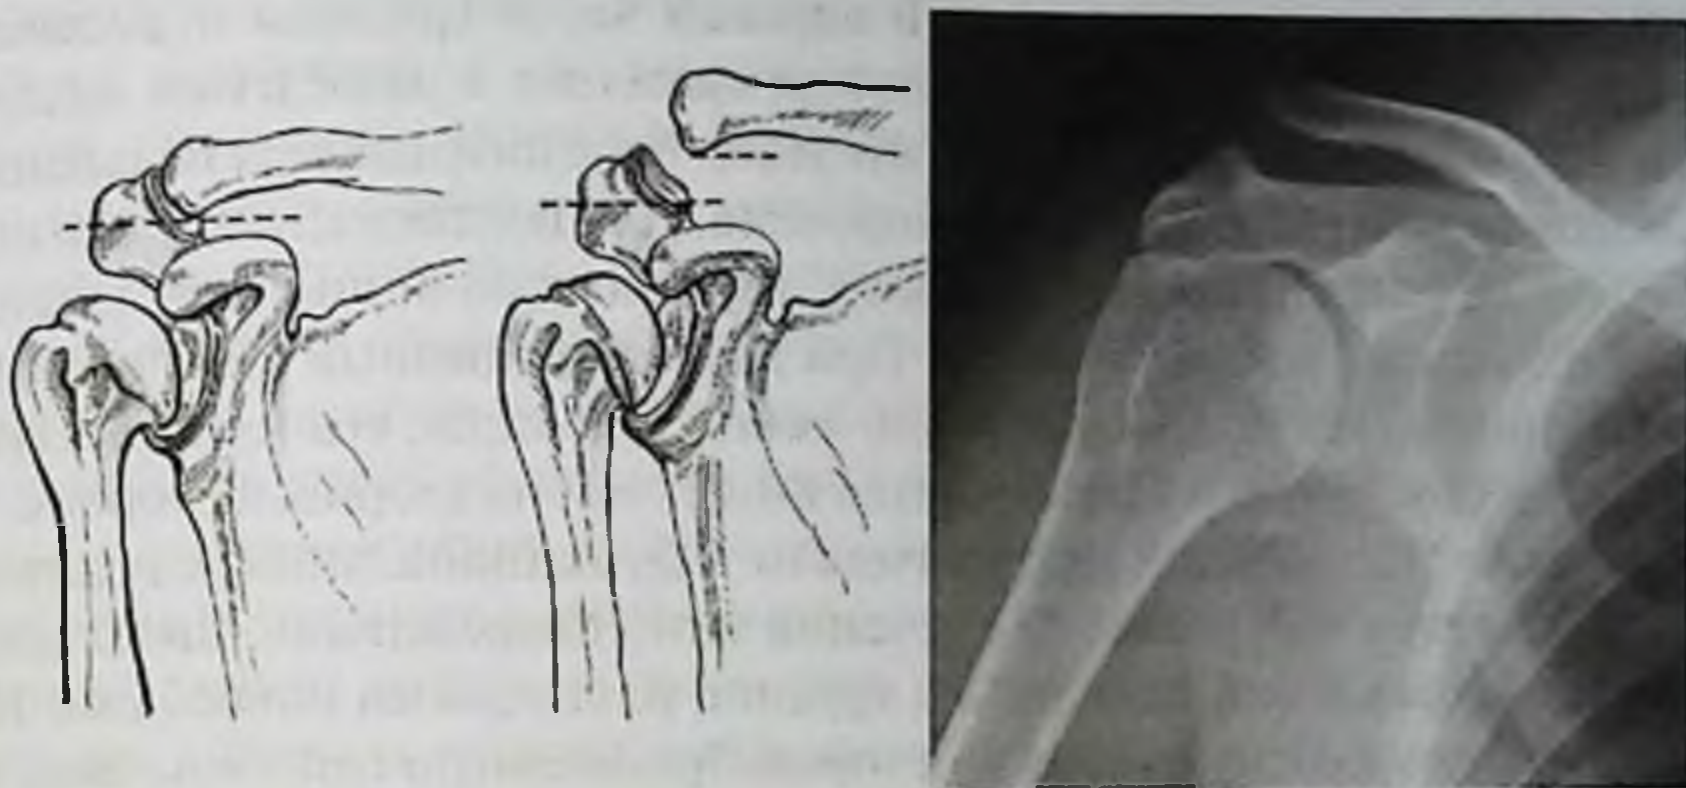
Рентгенодиагностика вывиха акромиального конца ключицы
